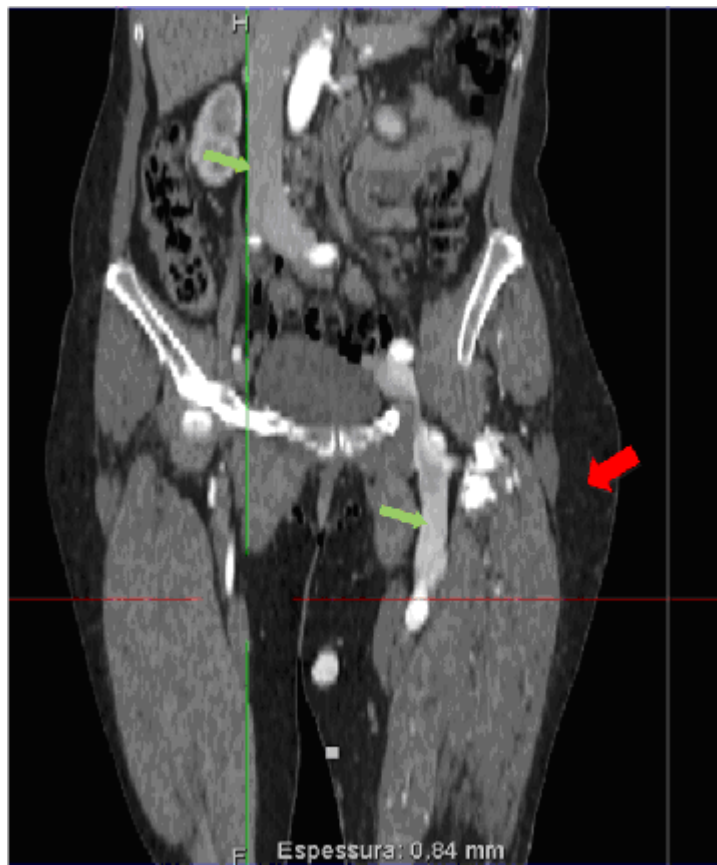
Reconstrução coronal da fase arterial da tomografia computadorizada, com proeminência e realce precoce das veias cava inferior e femoral esquerda (setas verdes) . Aumento das partes moles da coxa esquerda (seta vermelha).
